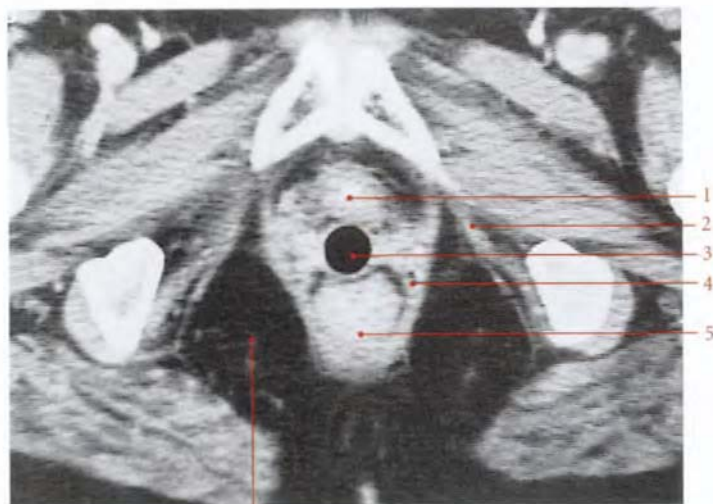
Coupe transversale tomographique (TDM) passant par la symphyse pubienne
